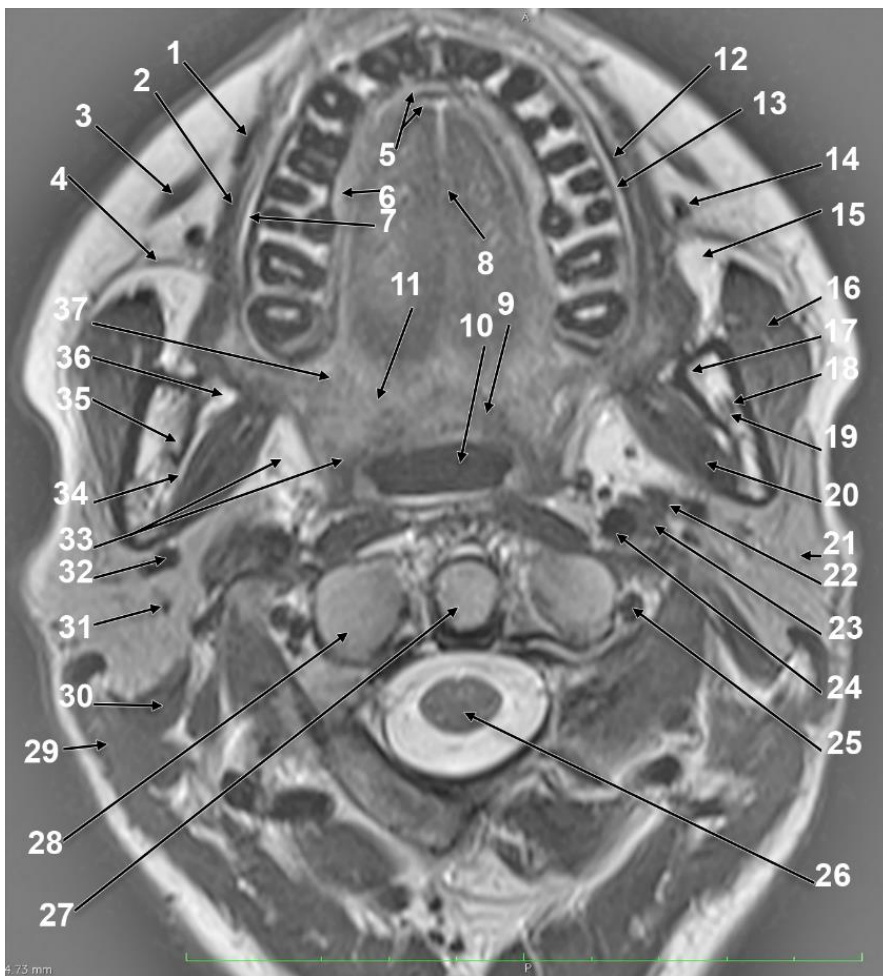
Secțiune axială RMN prin găurile mandibulare.
